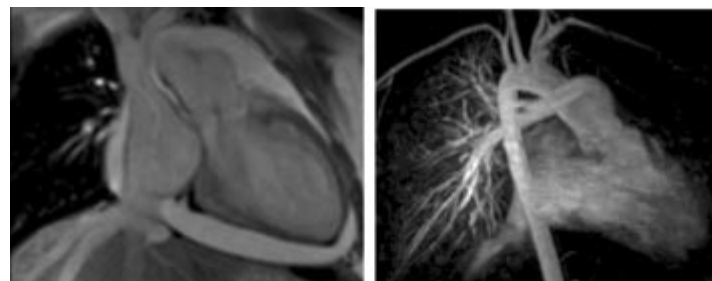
Tronco común. Cine y angiorresonancia. Se observa en el TSVI el tronco común con emergencia de la rama pulmonar derecha de la aorta ascendente.
